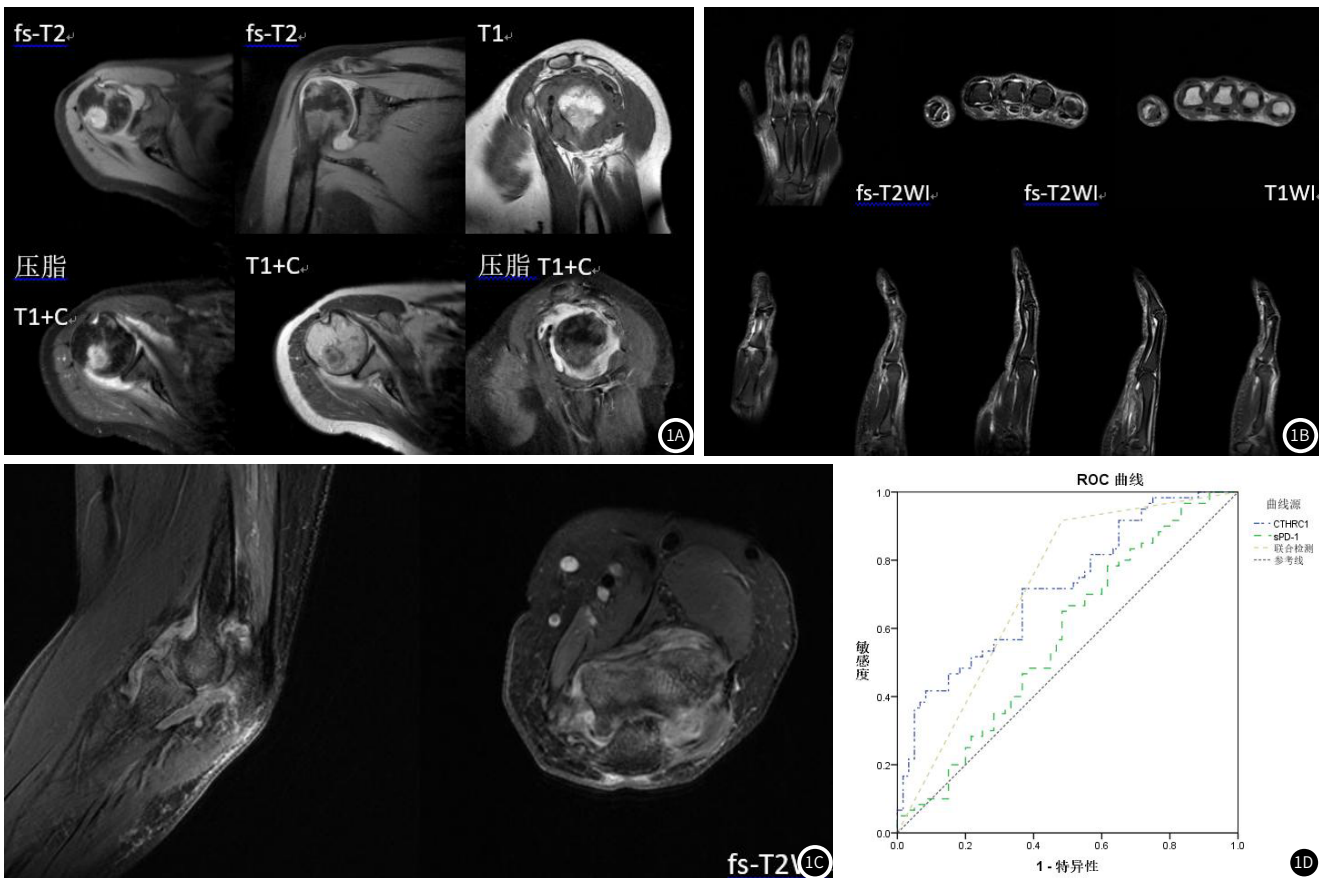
右肩关节增强MRI；图1B 右手关节增强MRI
